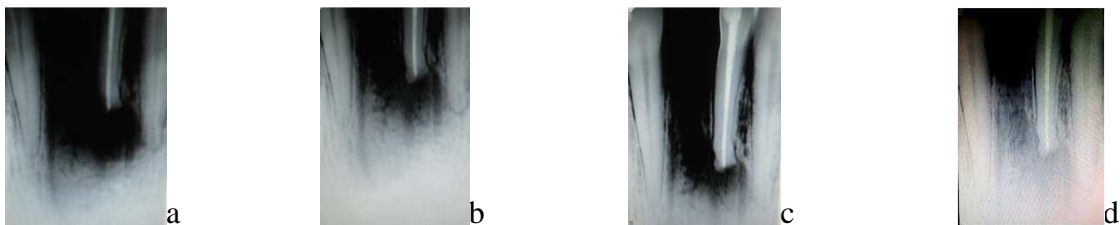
Radiographies de contrôle au niveau de la 32.
